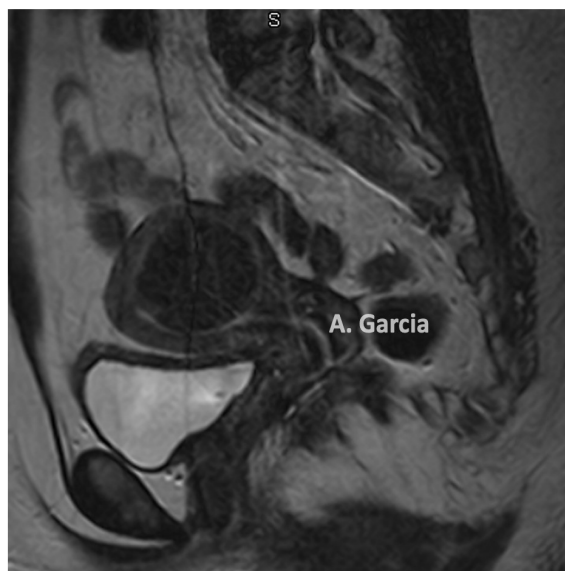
RMN en corte sagital T2 de la pélvis mostrando un mioma submucoso tipo II de 6 cm (AUB-L, SM2)
